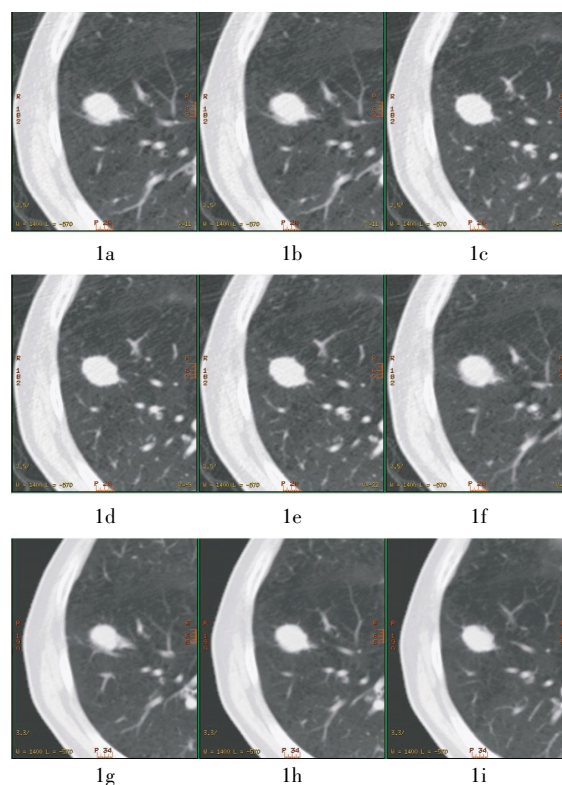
患者男性, 56 岁, 无明显不适主诉, 体检胸部 X 线片发现右肺结节。PET/CT 发现右下肺前基底段 ^{18}F -FDG 摄取增高结节。图中, 1a~1f 为同一层面肺结节的 6 个呼吸时相的 30 mA CT 图像, 其中, 1c~1e 示第 3~5 个时相的肺结节大小、形态及周边细毛刺显示清晰; 1g~1i 为连续 3 个层面的 120 mA 常规剂量 CT 图像。
